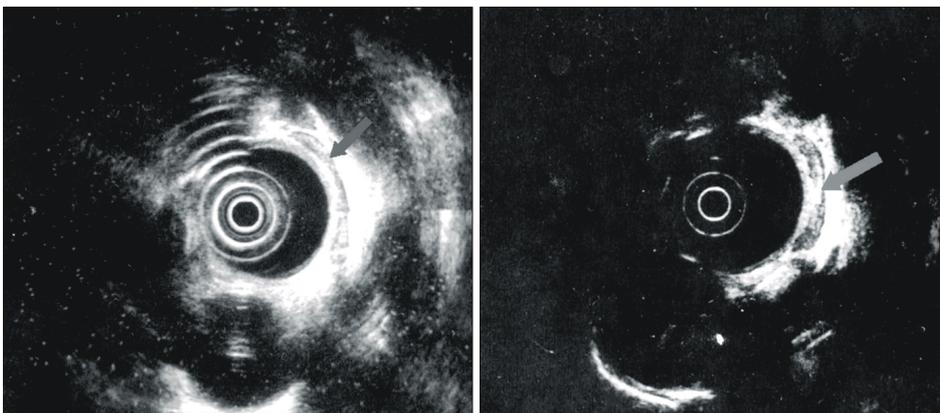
Endoscopic ultrasonographic findings shows thickened and hypertrophied left esophageal wall which is located in 22~33 cm from incisor teeth (arrow).
